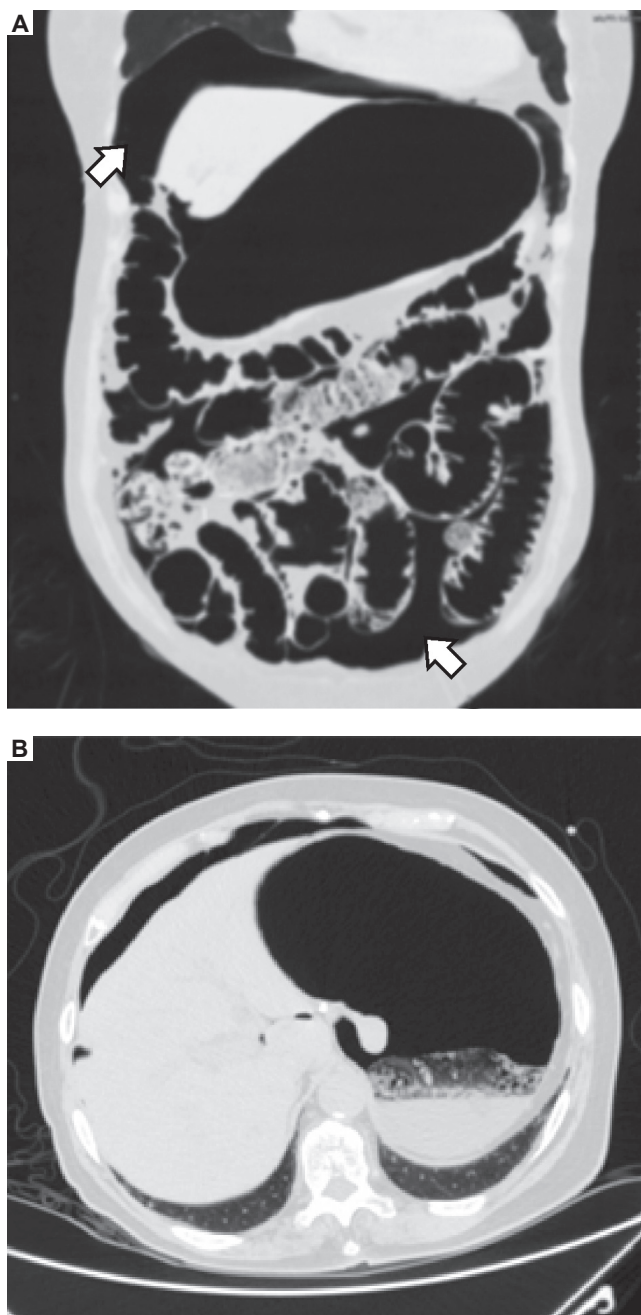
TAC abdominal simple donde se observa aire libre, compatible con perforación de viscera hueca.
